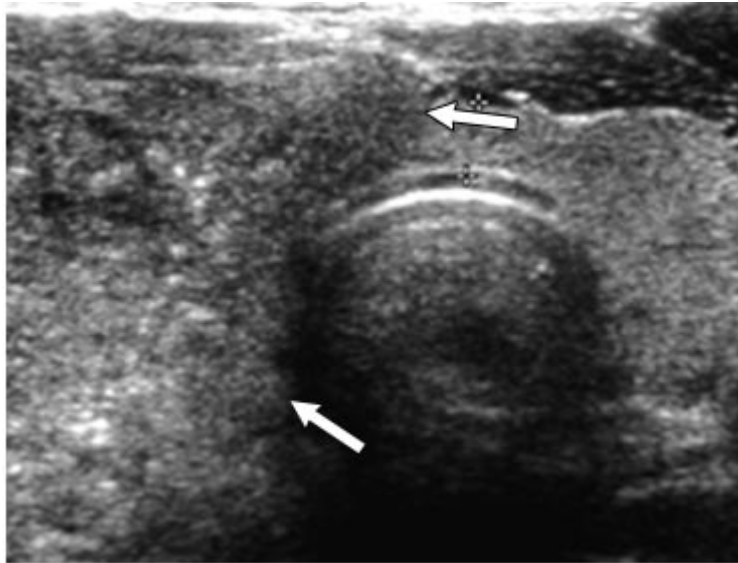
Ecografía transversal que muestra un tumor que infiltra el lóbulo derecho de tiroides. (1)
